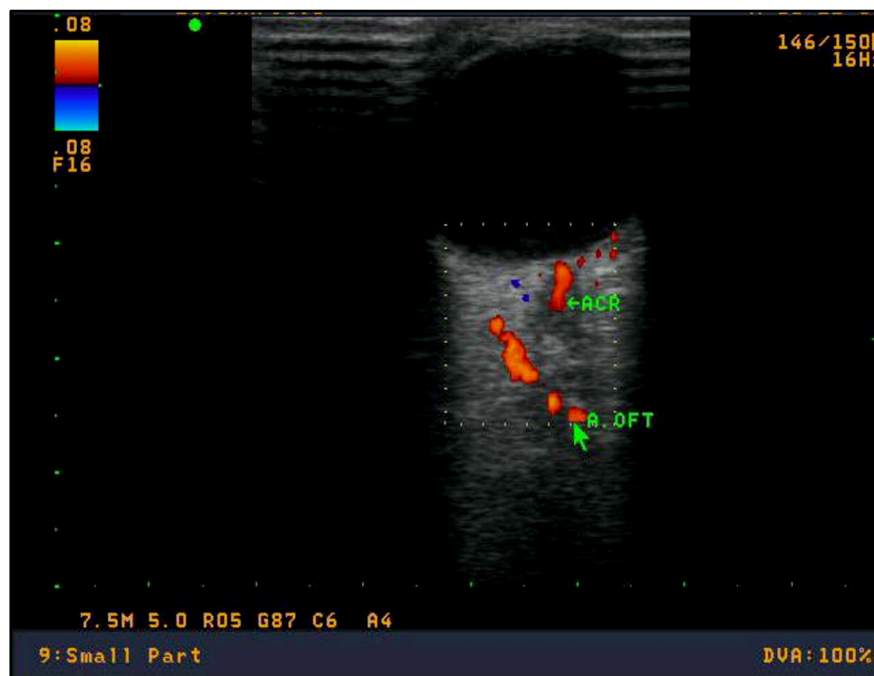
Técnica do exame de dopplervelocimetria da artéria oftálmica.
